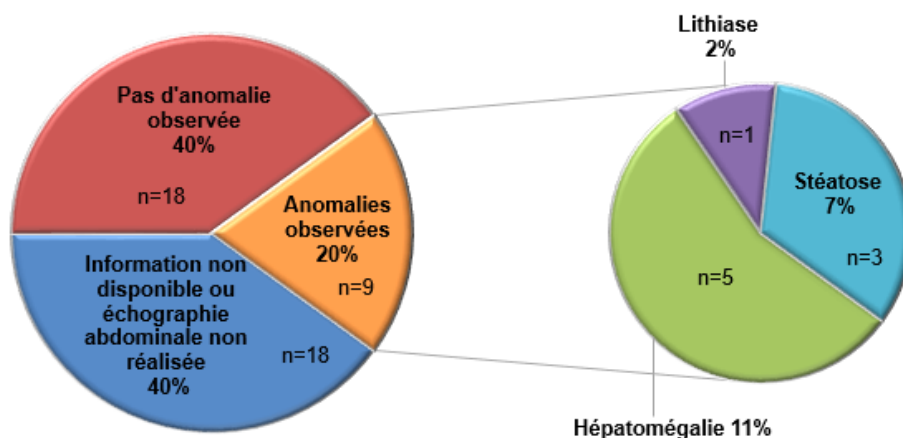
Exploration de l'hépatite médicamenteuse à l'échographie abdominale
